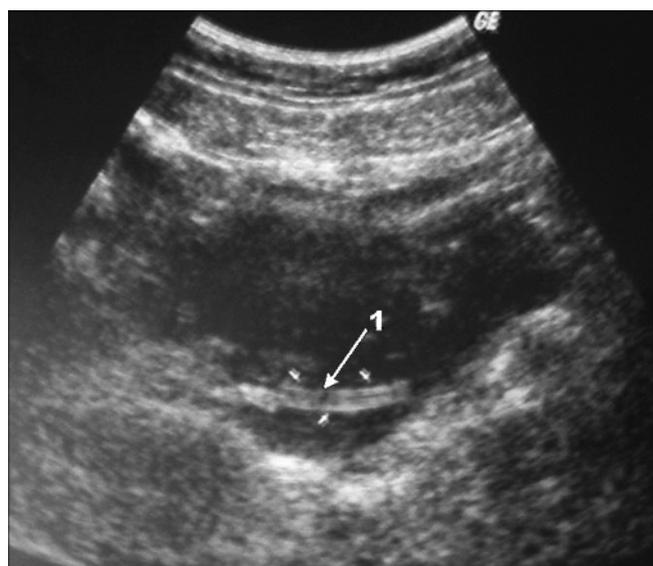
Фрагмент шунта, выявленный при УЗИ (цифрой 1 и стрелкой указаны шунт и место его расположения).
